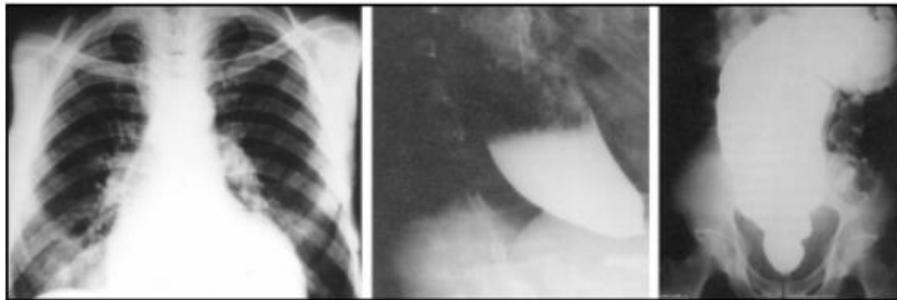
Radiografías en pacientes en fase crónica. Cardiomegalia moderada (izq.), megaesófago (centro), megacolon (dere.).
